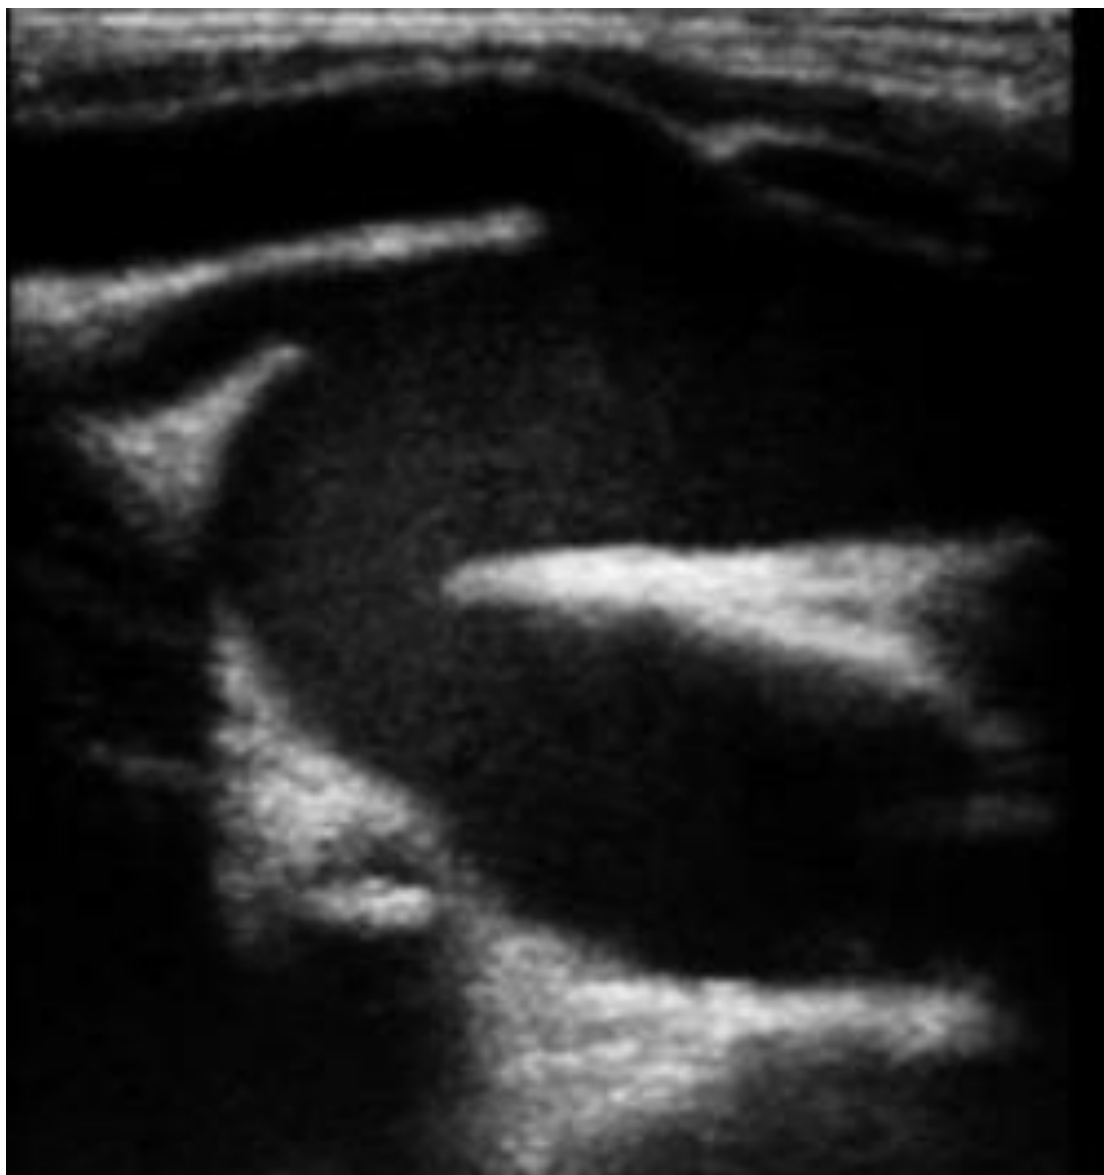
Aorte cervicale mise en évidence à l'échographie chez un patient de 10 ans.
